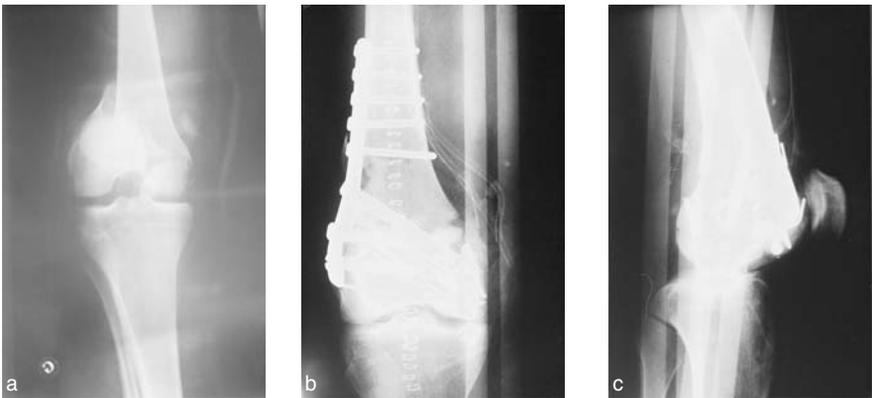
Homme, 40 ans, accident de travail. a) Fracture de type C3 de l'extrémité distale du fémur. b) Ostéosynthèse par plaque de Chiron. Abord parapatellaire médial de type prothèse de genou, passant entre droit de la cuisse et vaste médial. c) Tiroir postérieur sur la radiographie post-opératoire de profil.
